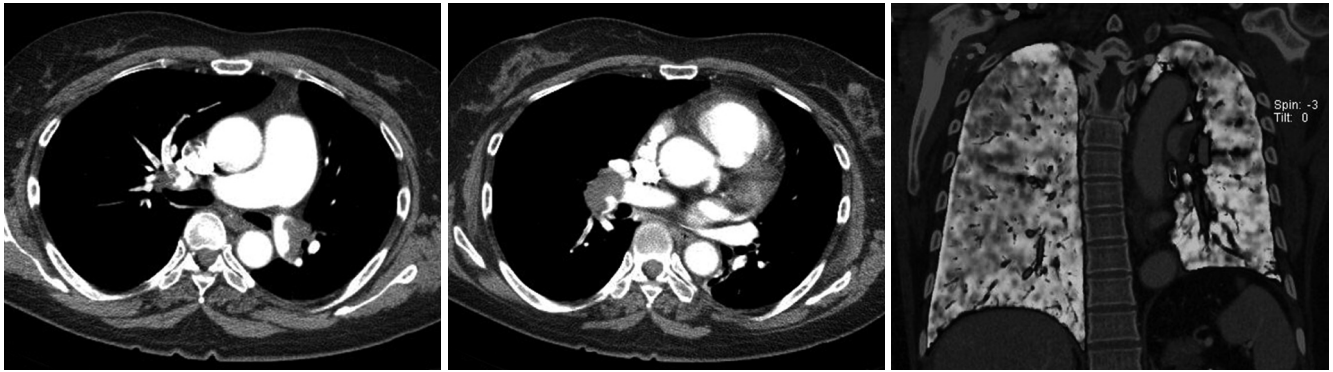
57-year-old woman with pulmonary thromboembolism, who had high obstruction score (75/100) and low perfusion defect score (42.5/100). Pulmonary CT angiography (A, B) shows extensive thromboembolic filling defect in both main, lobar, and segmental pulmonary arteries, but lung perfusion is relatively well preserved on pulmonary perfusion image (C).
